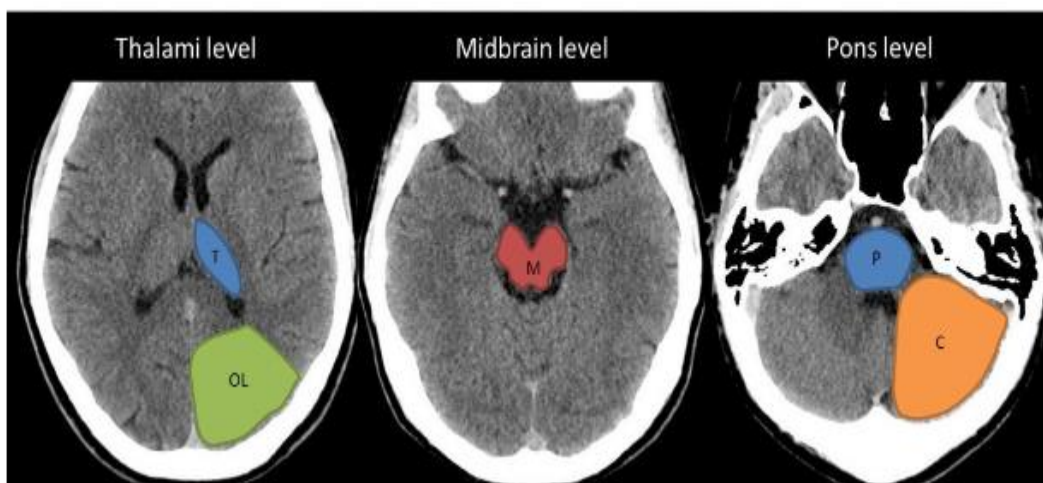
Territori vascolari valutati nello score pcASPECT. T: Talamo; OL: lobo occipitale, M: mesencefalo; R: Ponte; C: Emisfero cerebellare.
